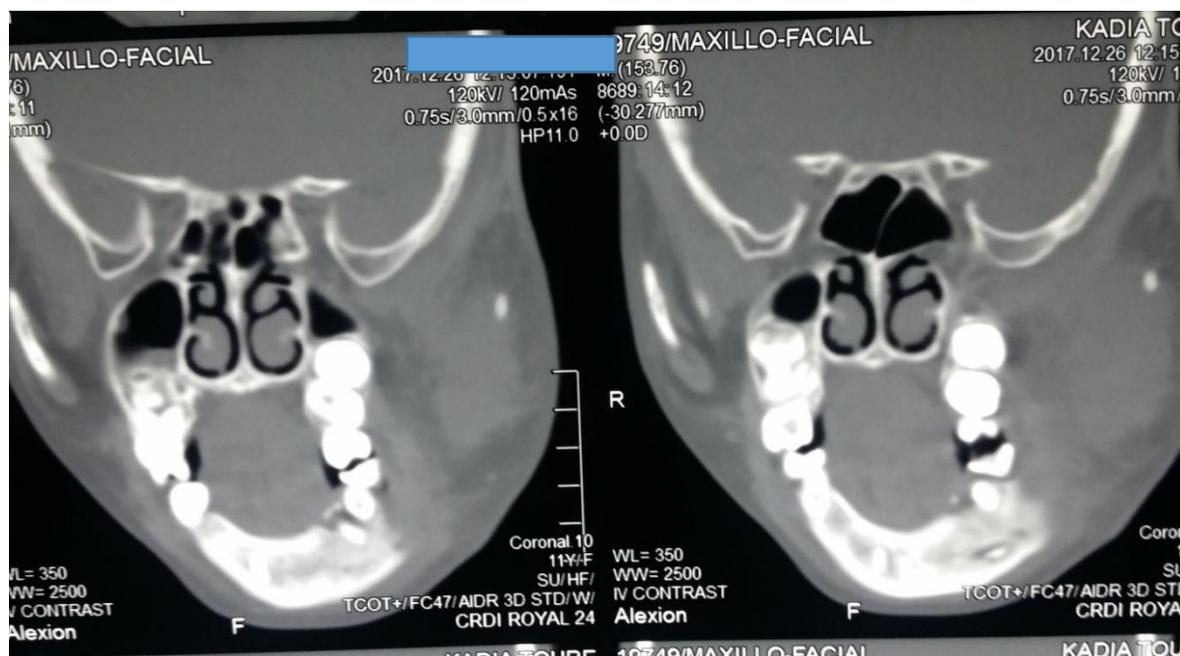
Image TDM en coupe axiale montrant une ostéocondensation du condyle mandibulaire gauche avec épaissement des parties molles péri-mandibulaires.
